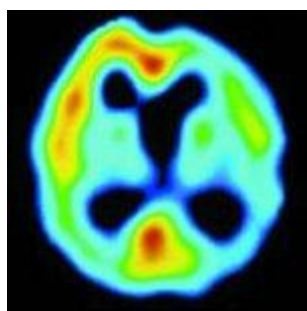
PET zobrazení mozku pacienta s Alzheimerovou chorobou
